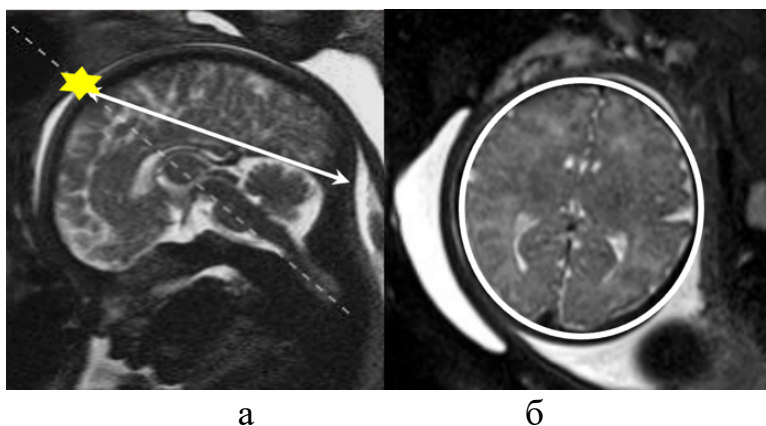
Пациентка П., 32 года (И/б 691/АК2022), срок гестации 39 недель. Определение малого косого размера головки при МР-фетометрии доношенного плода. а. МРТ головного мозга доношенного плода, T2-ВИ, HASTE. Звездочкой указана вершина малого косого размера; б. Окружность головки плода в плоскости малого косого размера, T2-ВИ, HASTE
